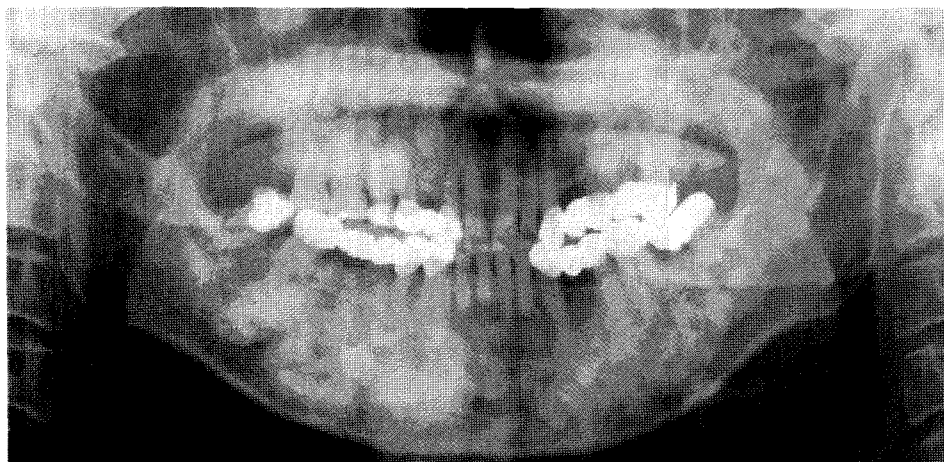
Numerous round, radiopaque lesions are found throughout the maxilla and mandible except in the rami. There is no cortical expansion or thinning on the panoramic view. The son and daughter also showed similar radiographic appearance. This case was thought to be a case of familial gigantiform cementom.
